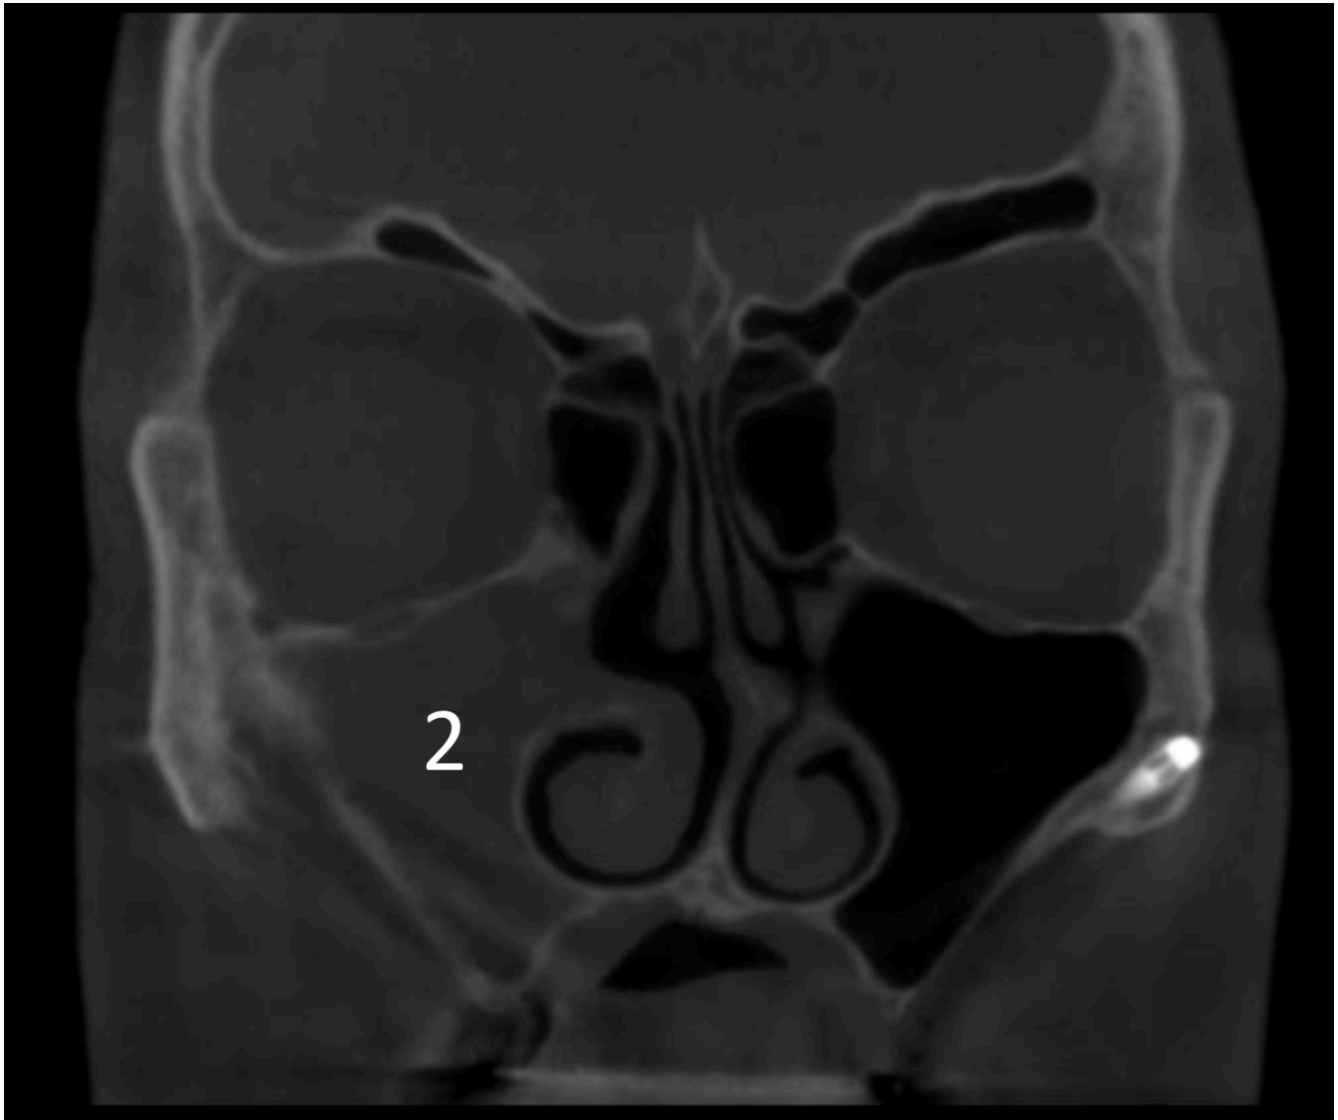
TC in sezione coronale con opacamento sinusale di livello 2 e 0 secondo Lund-Mackay
